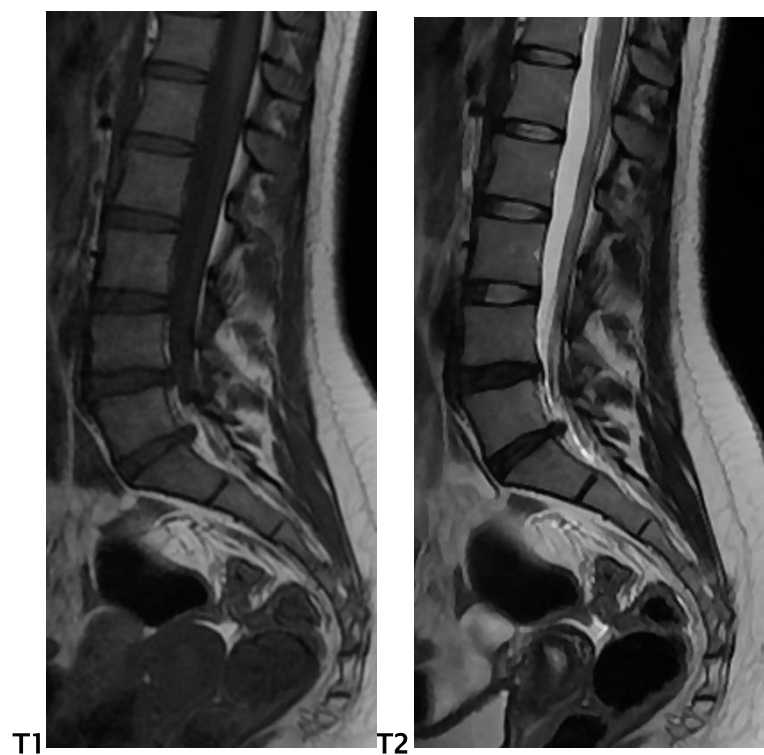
IRM lombaire en pondération T1, T2 coupe sagittale avec réduction de la lordose lombaire
